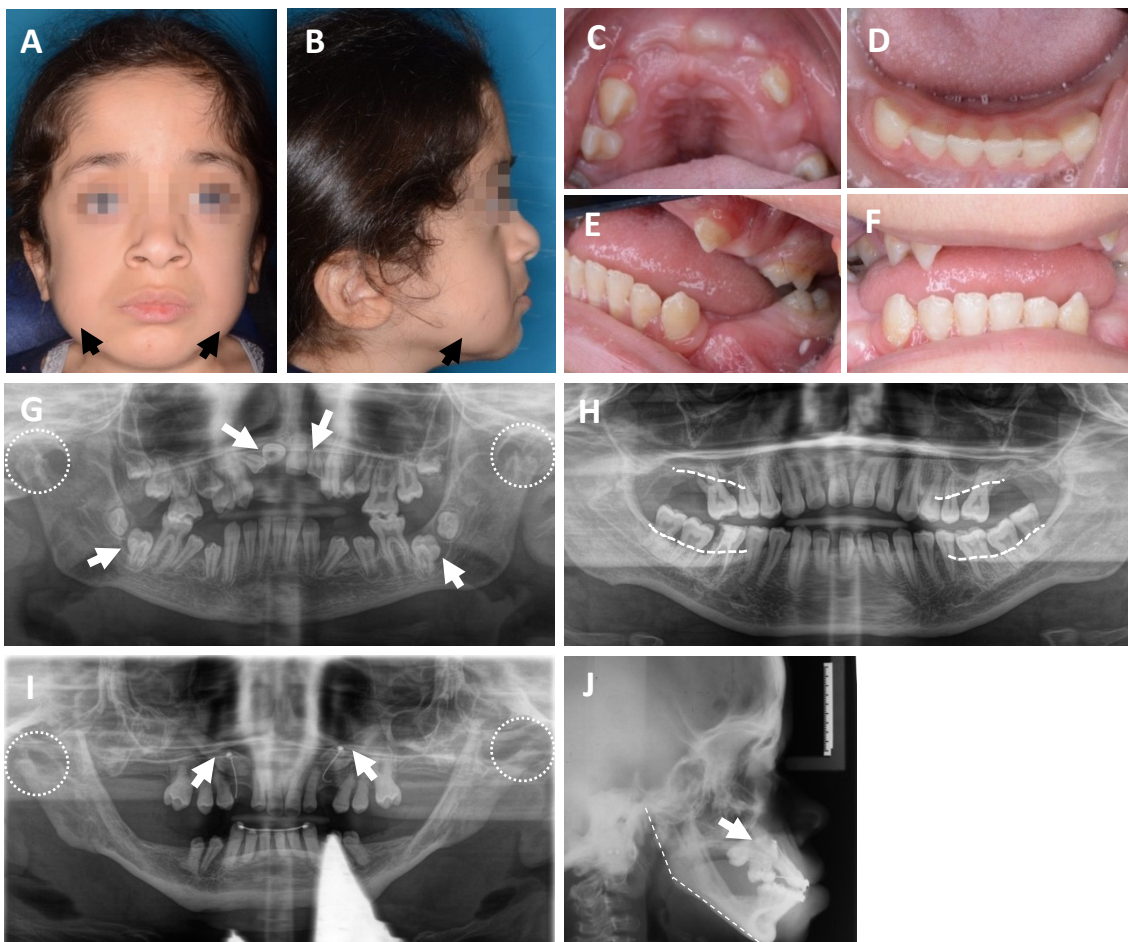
Fotos und Röntgenaufnahmen von Mukopolysaccharidose Typ VI – Patienten aus der Poliklinik für Kieferorthopädie des Universitätsklinikums Hamburg-Eppendorf. Eine Patientin (A-G) mit Maroteaux-Lamy-Syndrom (MPS VI) wurde seit dem Alter von zwei
